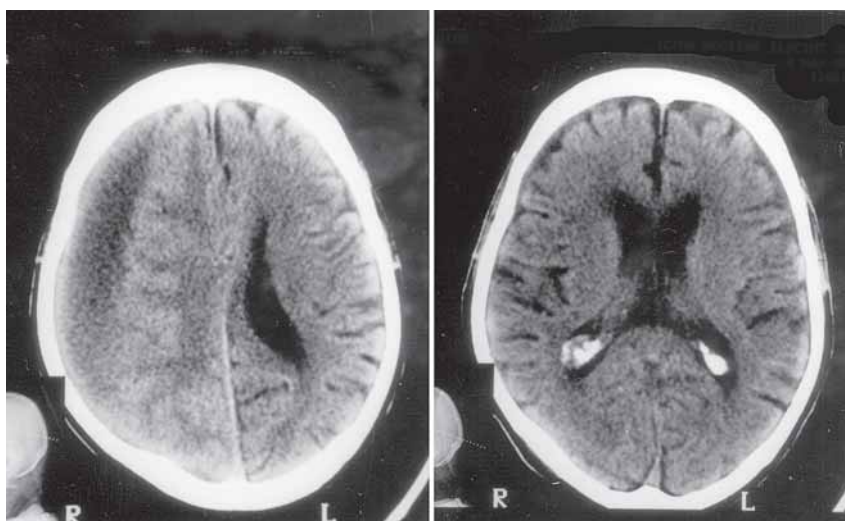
Caso 2 (86 anos): TC pré-operatória em 2/3/1999; cirurgia em 20/3/1999; TC de controle pós-operatório em 4/5/1999.
